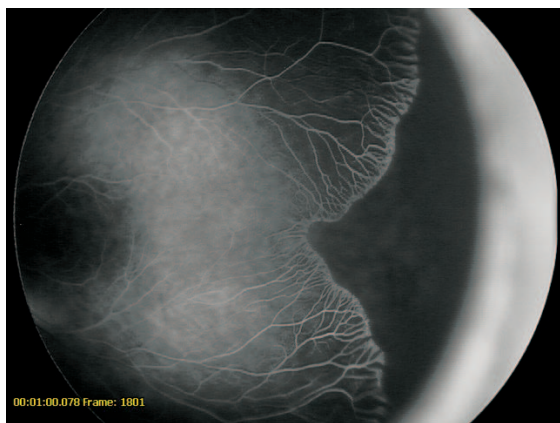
Неблагоприятный тип течения, артериовенозная фаза: обширная зона неперфузии, перед ней — множественные пучки мелких сосудов без признаков ликеджа
